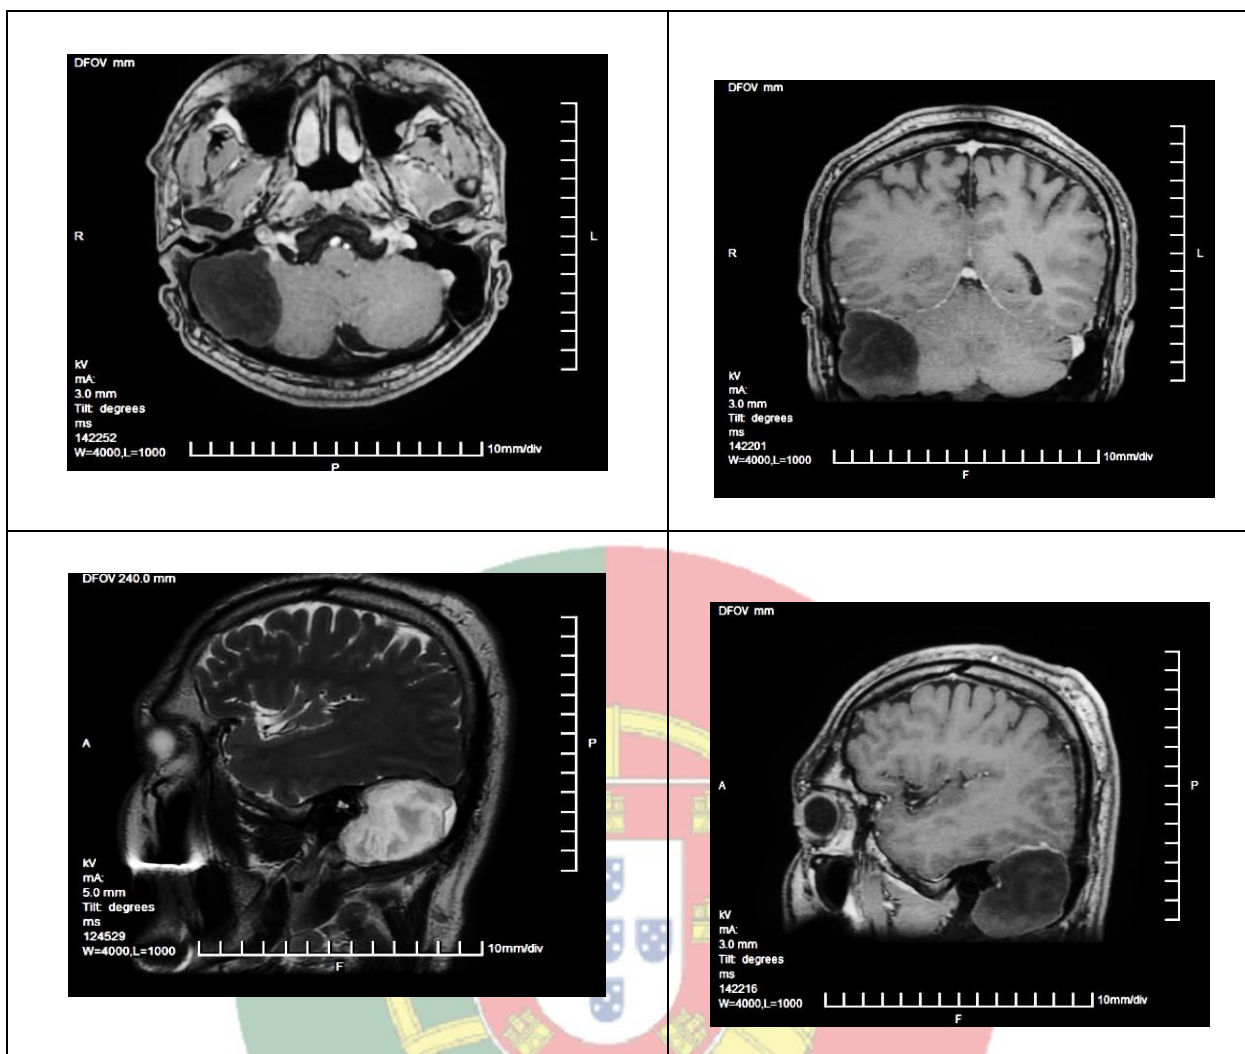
МРТ головного мозга в T1, T2 и Flair режимах.
